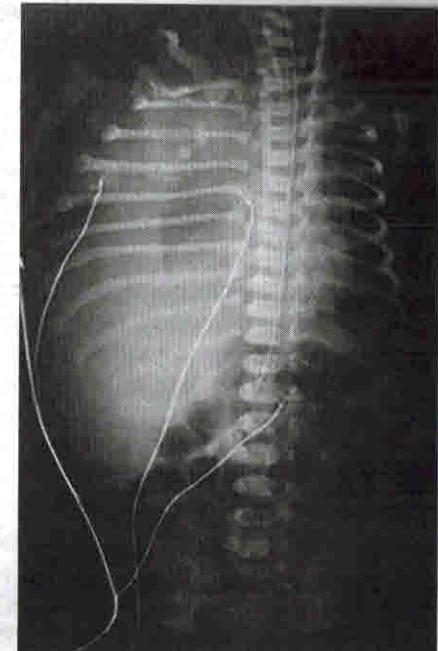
Рентгенограмма грудной клетки ребенка: снижение прозрачности легочного поля справа за счет скопления жидкости в плевральной полости
